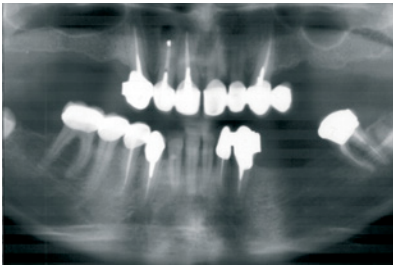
La radiografia panoramica preoperatoria mostra un seno pneumatizzato con cresta residua moderatamente atrofica su entrambi i lati. La TC consente una valutazione tridimensionale.
